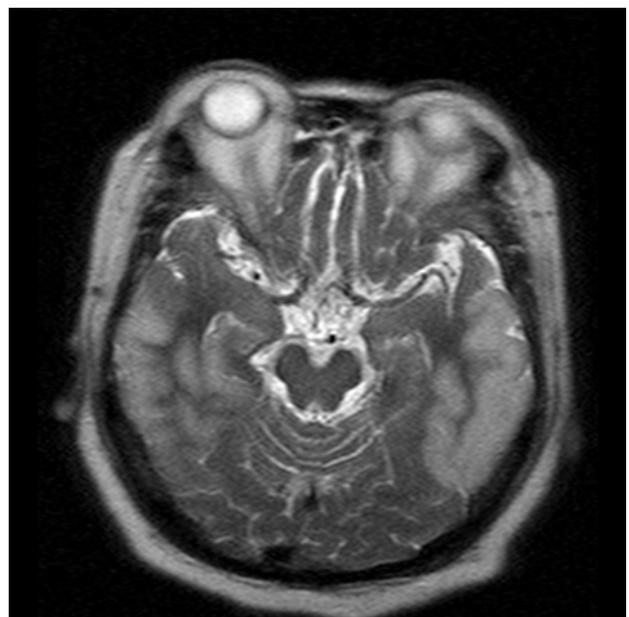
T2-weighted magnetic resonance imaging of the brain showing bilateral symmetrical high-signal-intensity lesions in both temporal and parietal lobes.
